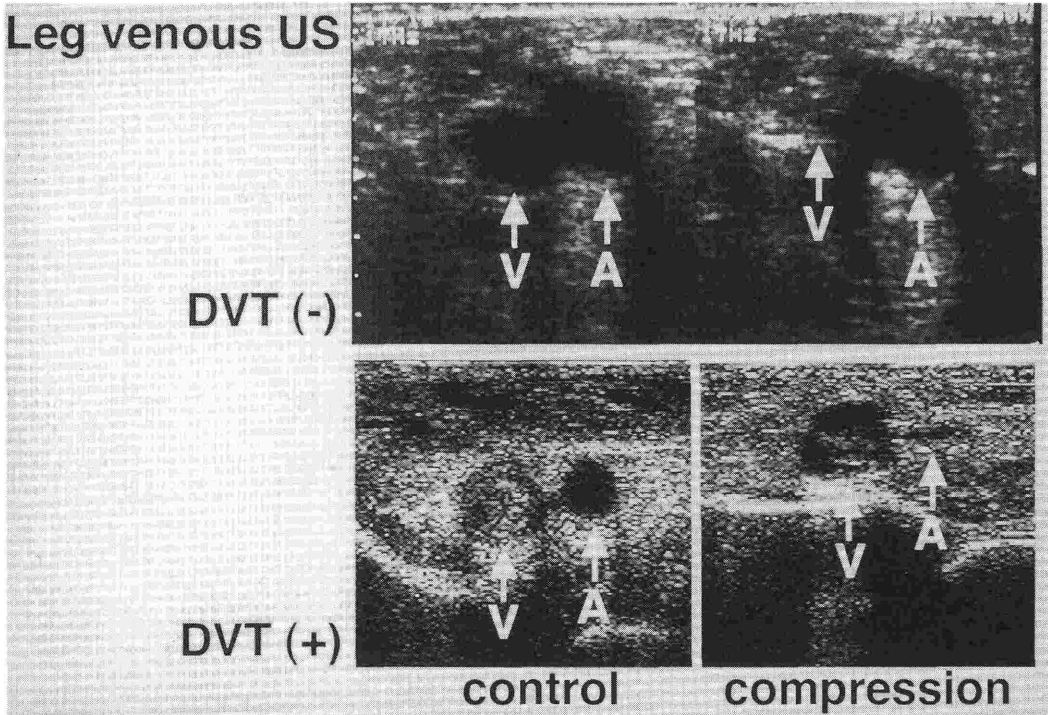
下肢静脈エコー (浅大腿静脈レベルでの観察)
